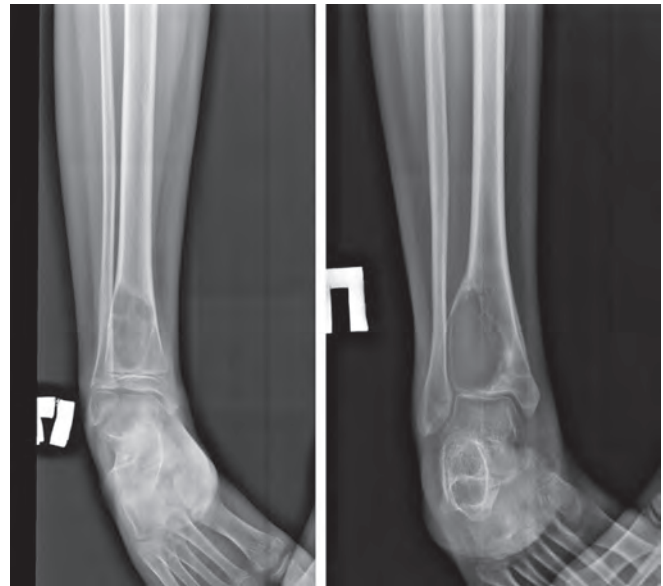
Рентгенография правой нижней конечности. Характерные для АКК изменения: дистальный метадиафиз правой большеберцовой кости резко деформирован, утолщен, вздут за счет наличия кистозного образования неправильной формы, с довольно четкими склерозированными контурами, неоднородной ячеистой структуры. Корковый слой правой большеберцовой кости в зоне поражения резко истончен, вдоль передненаружной поверхности определяются патологические надломы. Фото из архива детского отделения рентгенодиагностики консультативно-диагностического центра ФГБУ «НМИЦ онкологии им. Н.Н. Блохина» Минздрава России
